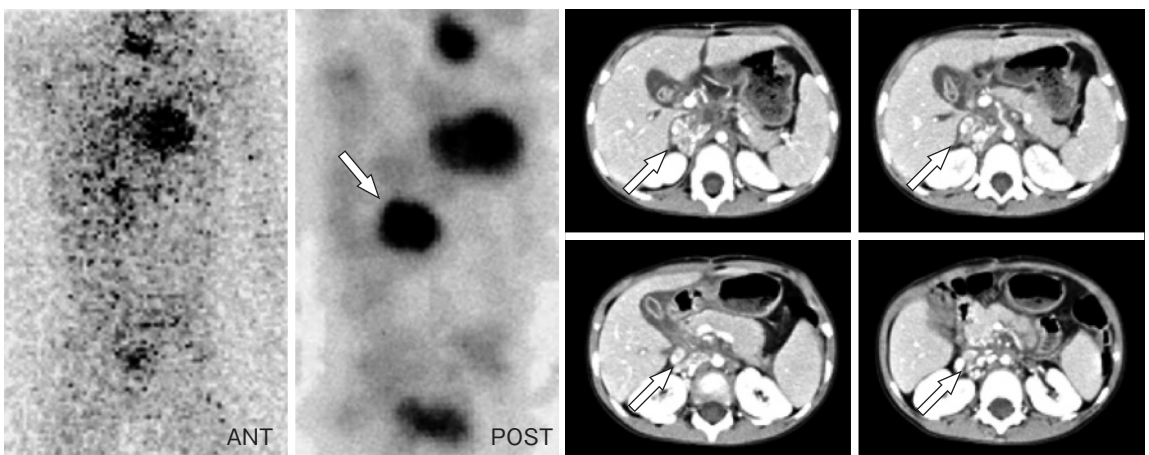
a, b: ^{123}I -MIBG scintigram after operation. The image show the residual tumor (arrow).
